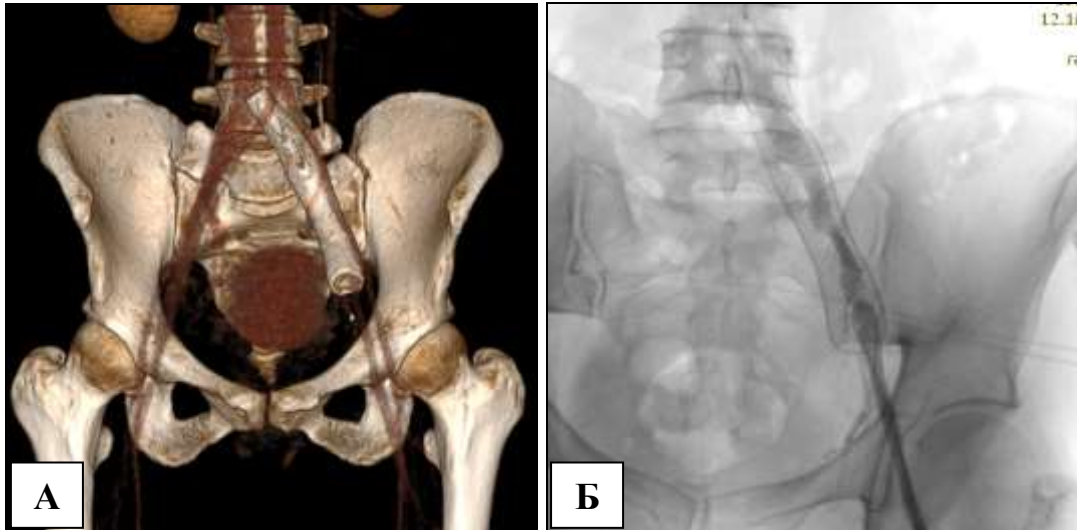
Тромбоз стента левой ОПВ через 2 мес. после его имплантации: А – компьютерная томограмма, 3-D реконструкция, Б – илиакография.
